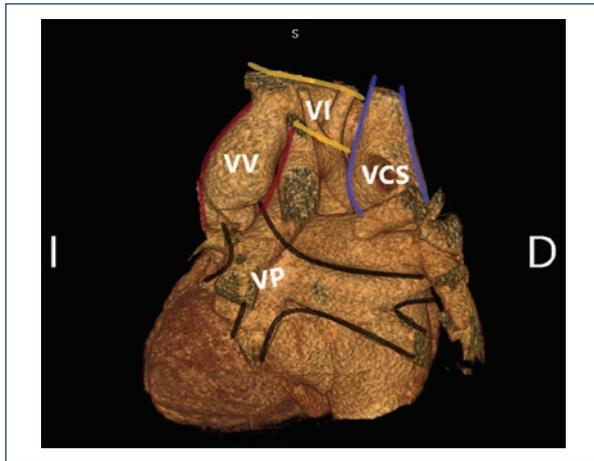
Angiotomografía, reconstrucción en tres dimensiones. Vista posterior. Se observa la conexión anómala total de venas pulmonares (VP) supracardiaca con colector que drena hacia una vena vertical (VV) que a su vez drena hacia la vena innominada (VI) y hacia la vena cava superior (VCS).
